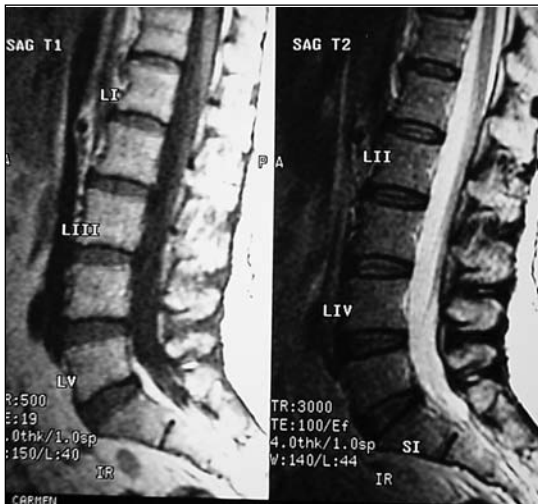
Resonancia magnética de 1996. Cortes sagitales.
